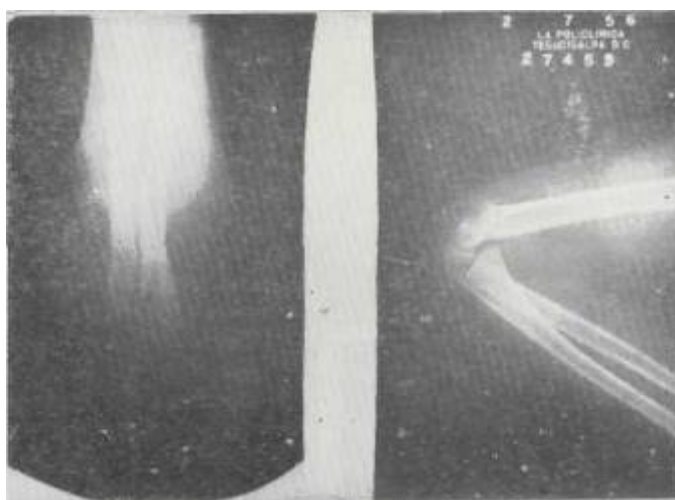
FIG- No- 2—Radiografía de control do paciente de la Fig. No. 1.
